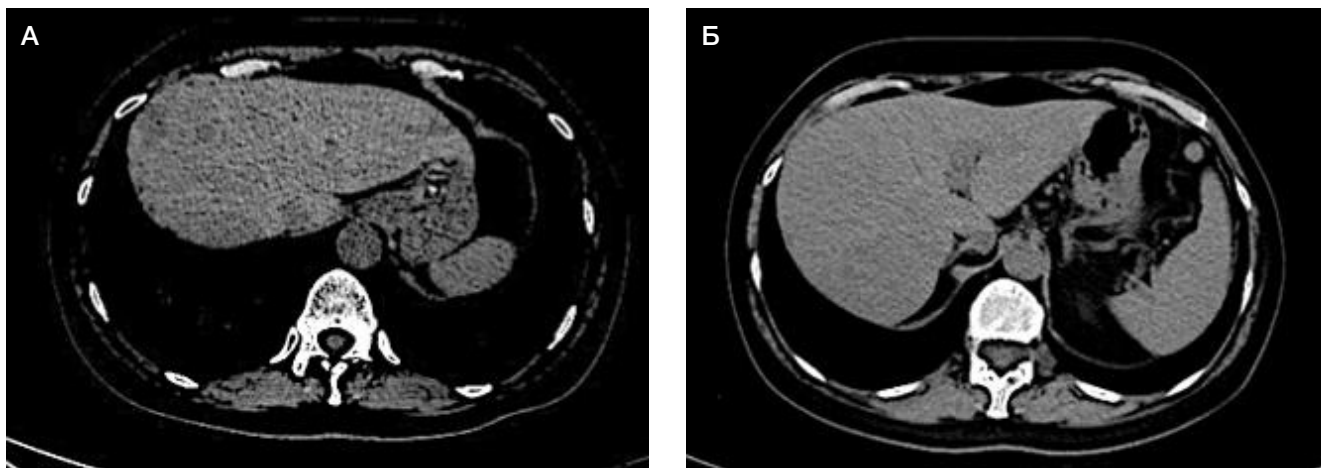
А, Б. Компьютерная томография брюшной полости от 22.12.2021. В обеих долях множественные метастатические очаги до 2,6 см
